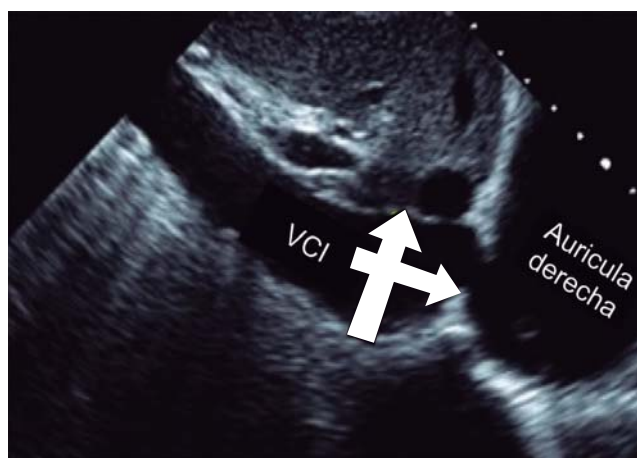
Ecocardiografía en vista subcostal de vena cava inferior.
